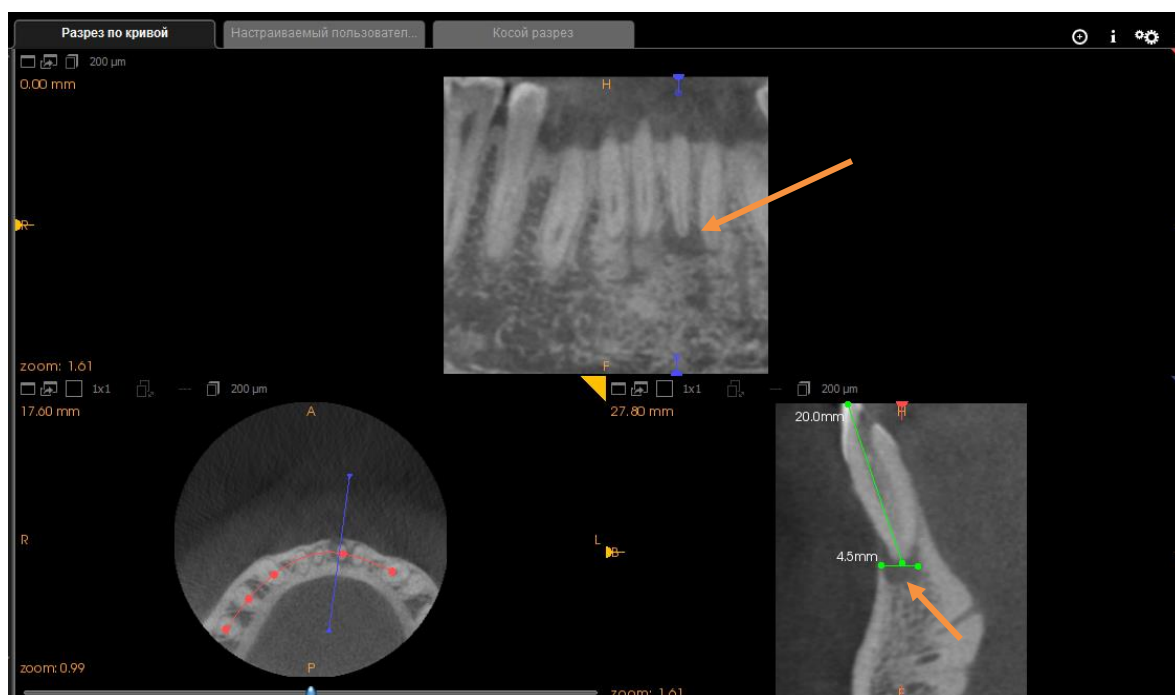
Дентальная компьютерная томография фронтального отдела нижней челюсти пациента М. до РВК зуба 4.1 (стрелкой указан патологический очаг)
